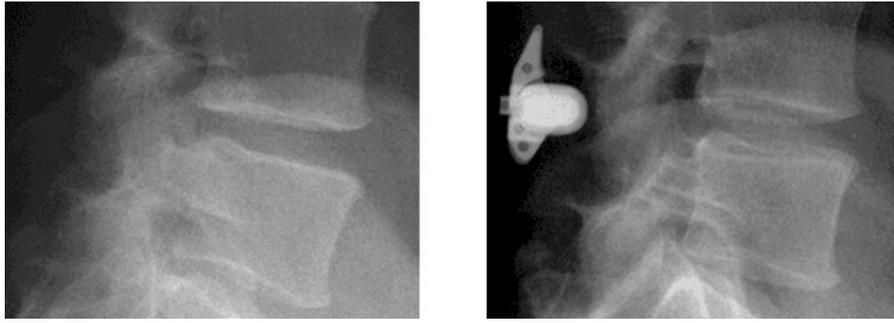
Röntgenbild der Wirbelsäule vor und nach der Implantation eines X-Stop [26]
